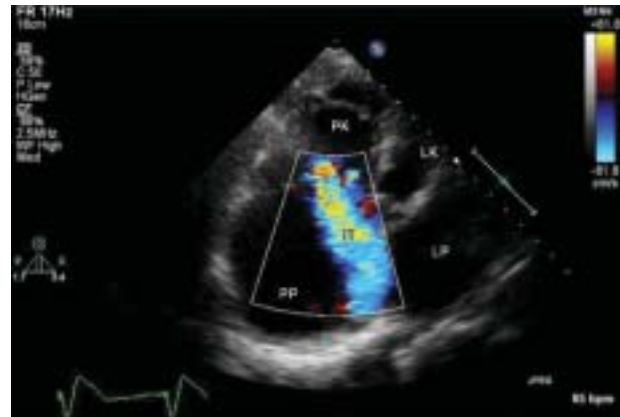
Przekłatkowe badanie echokardiograficzne wykonane podczas drugiej hospitalizacji; zwraca uwagę znaczne powiększenie jam prawego przedsionka i prawej komory; A. Projekcja 4-jamowa; B. Projekcja podmostkowa; PP — prawy przedsionek; PK — prawa komora; LP — lewy przedsionek; LK — lewa komora; E — elektroda
